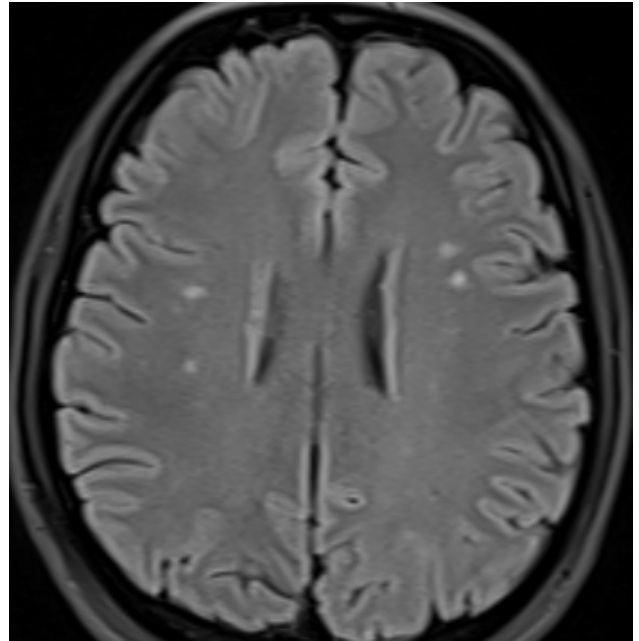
On Cranial MRI, non-specific T2-FLAIR sequences hyperintense in white matter and there was an increase in CSF signal intensity at paraoptic distances.
